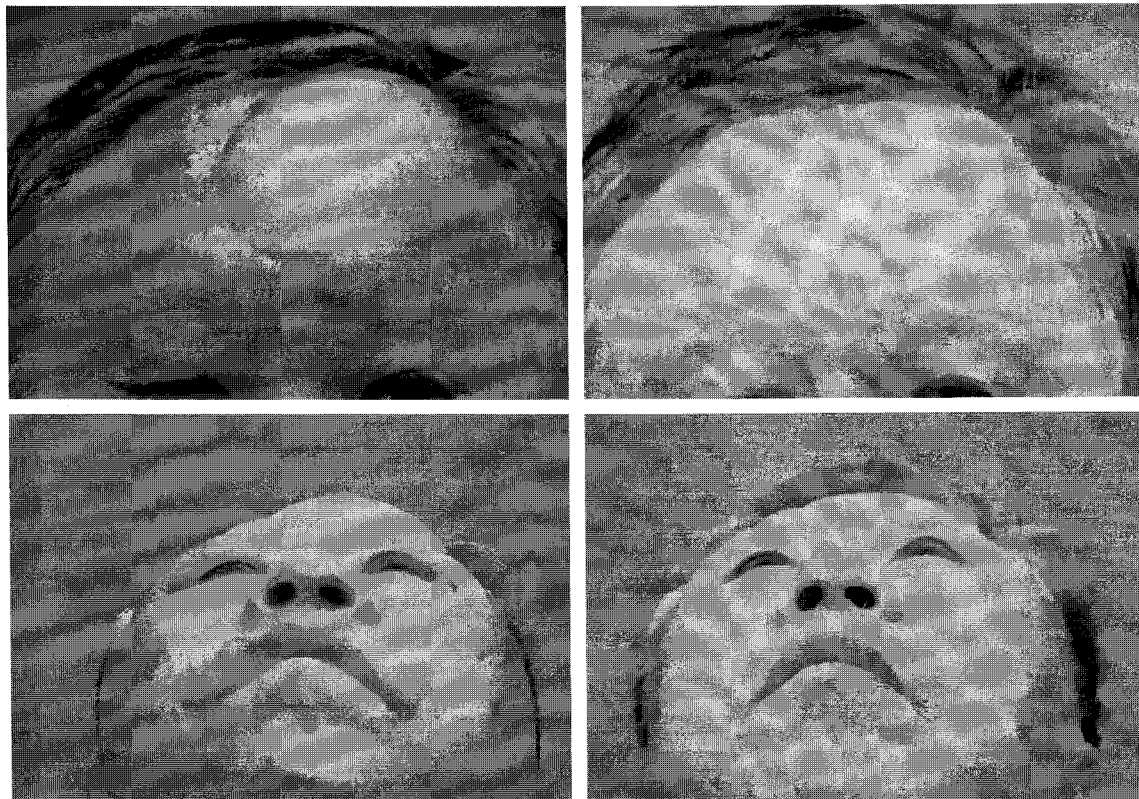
A 67 years-old man(case 1) with reconstruction of soft tissue defect of the forehead with ALT fasciocutaneous free sensate flap. (Left above and left below) Before contouring of the flap. (Right above and right below) After contouring of the flap with UAL. ALT, anterolateral thigh, UAL, ultrasound assisted liposuction.
